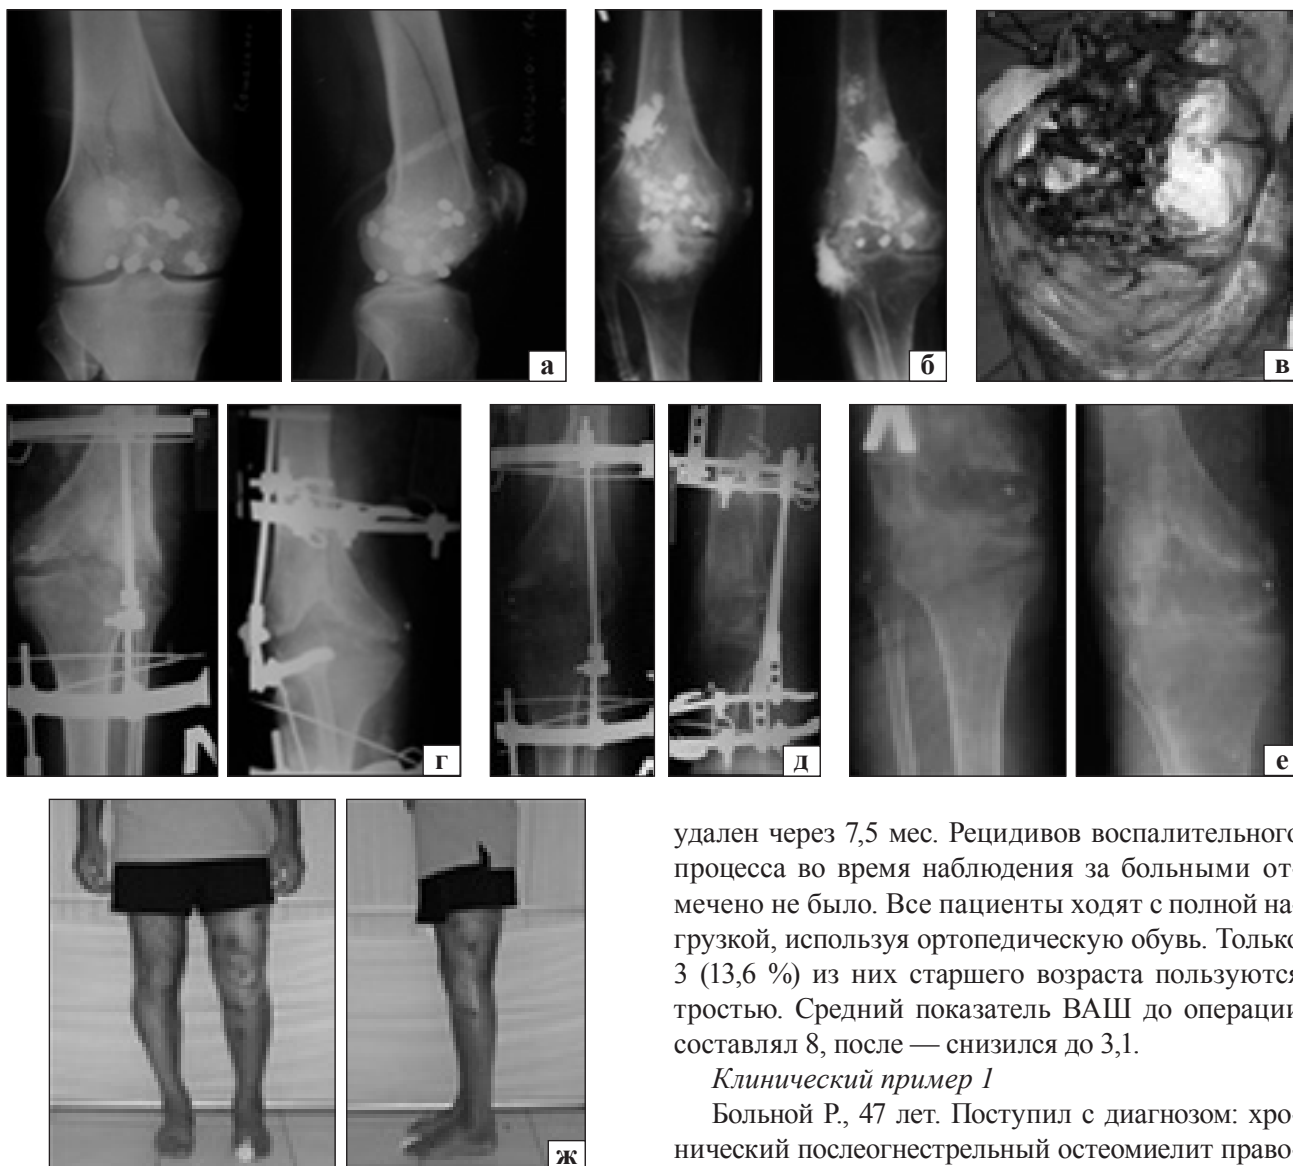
Рентгенограммы и фото больного Р.: а) до лечения; б) фистулография; в) вид суставных поверхностей; г) после операции; д) на этапе улучшения; е) анализ коленного сустава; ж) вид больного после завершения лечения
